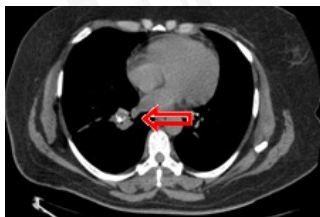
Tomografía de tórax con imagen nodular con calcificaciones.
